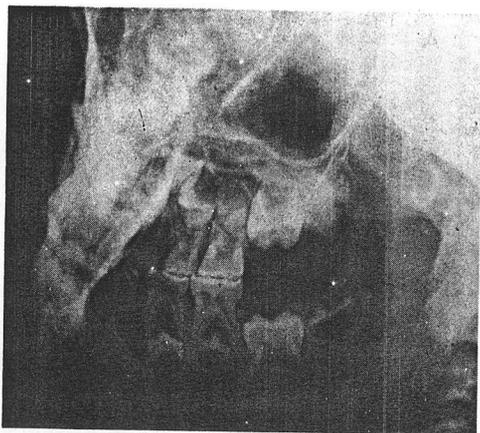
Dentadura aos cinco anos. Observe o plano terminal reto e compare com a Fig. 6.45, A. Note a seqüência de erupção e posição dos dentes permanentes em desenvolvimento. As Figs. 6.45-6.53 são radiografias seriadas de uma mesma criança.
